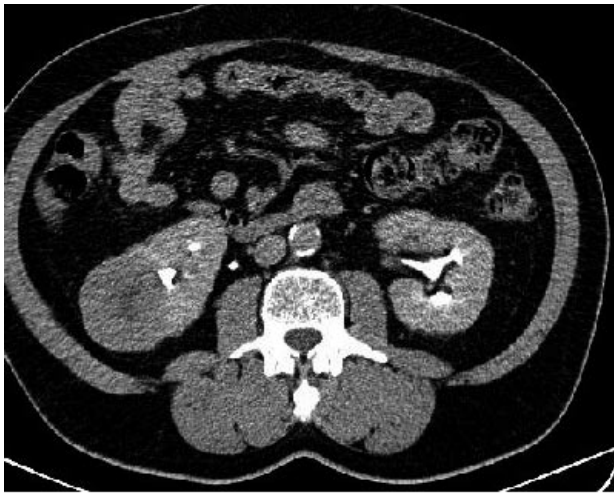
TAC renal contrastada de septiembre del 2004 donde se observan los tumores renales bilaterales.
